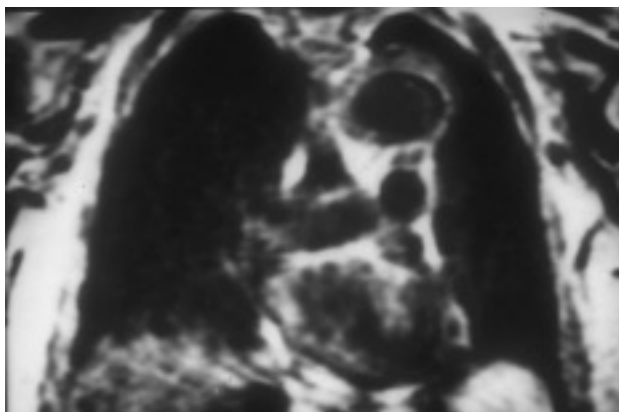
Imagen de resonancia magnética donde puede apreciarse la existencia de un hematoma intramural aórtico.
